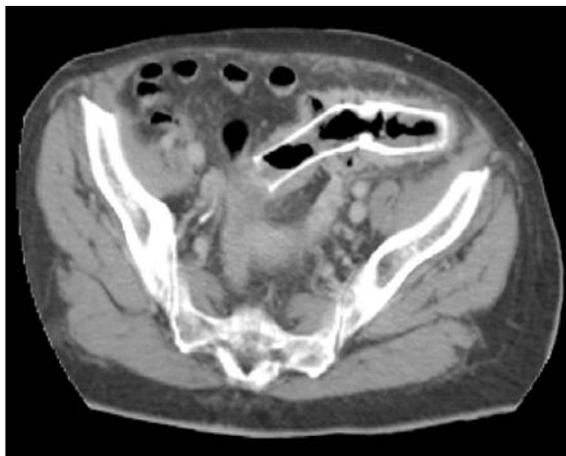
Evidenza radiologica fluoroscopica e TC della doppia endoprotesi "embricata" per il malposizionamento della prima, risalita a monte della stenosi.
